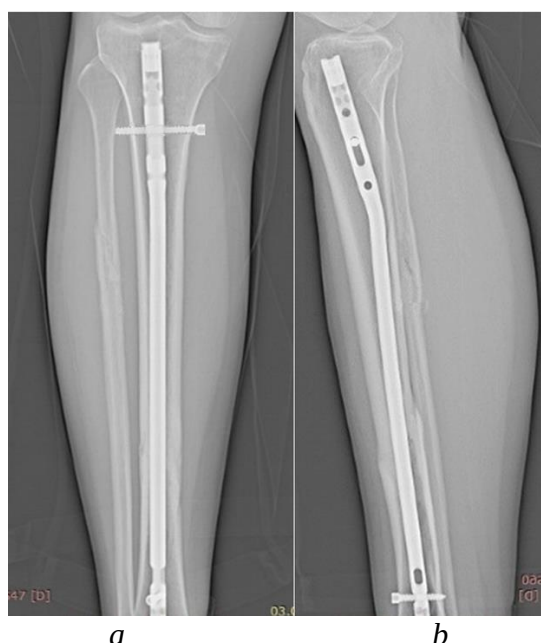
Рентгенограммы правой голени через 1 месяц после проведения стимуляции (4,5 месяца после оперативного лечения): *a* — прямая проекция; *b* — боковая проекция.
